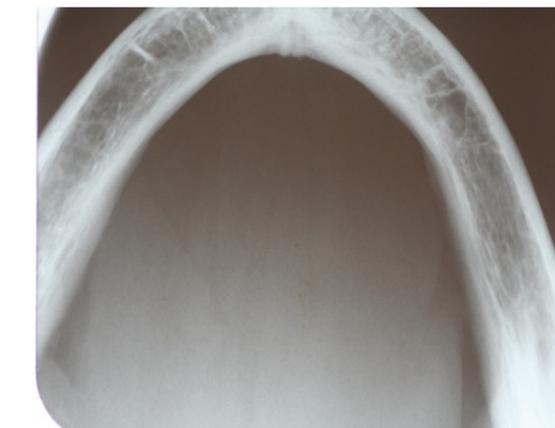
Radiografia oclusal total da mandíbula. Não se observaram alterações.
